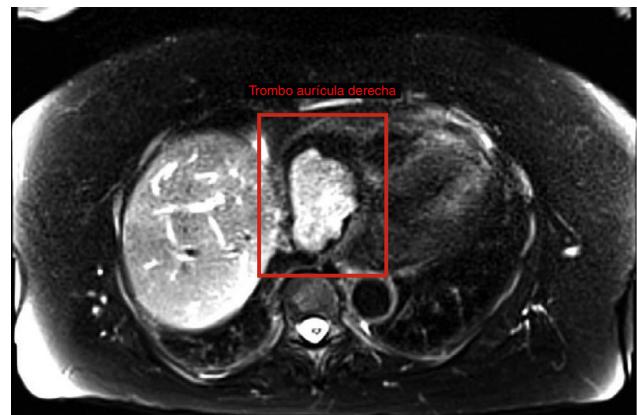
Imagen de resonancia magnética donde se puede observar la masa infiltrante (trombo) a nivel de aurícula derecha.
